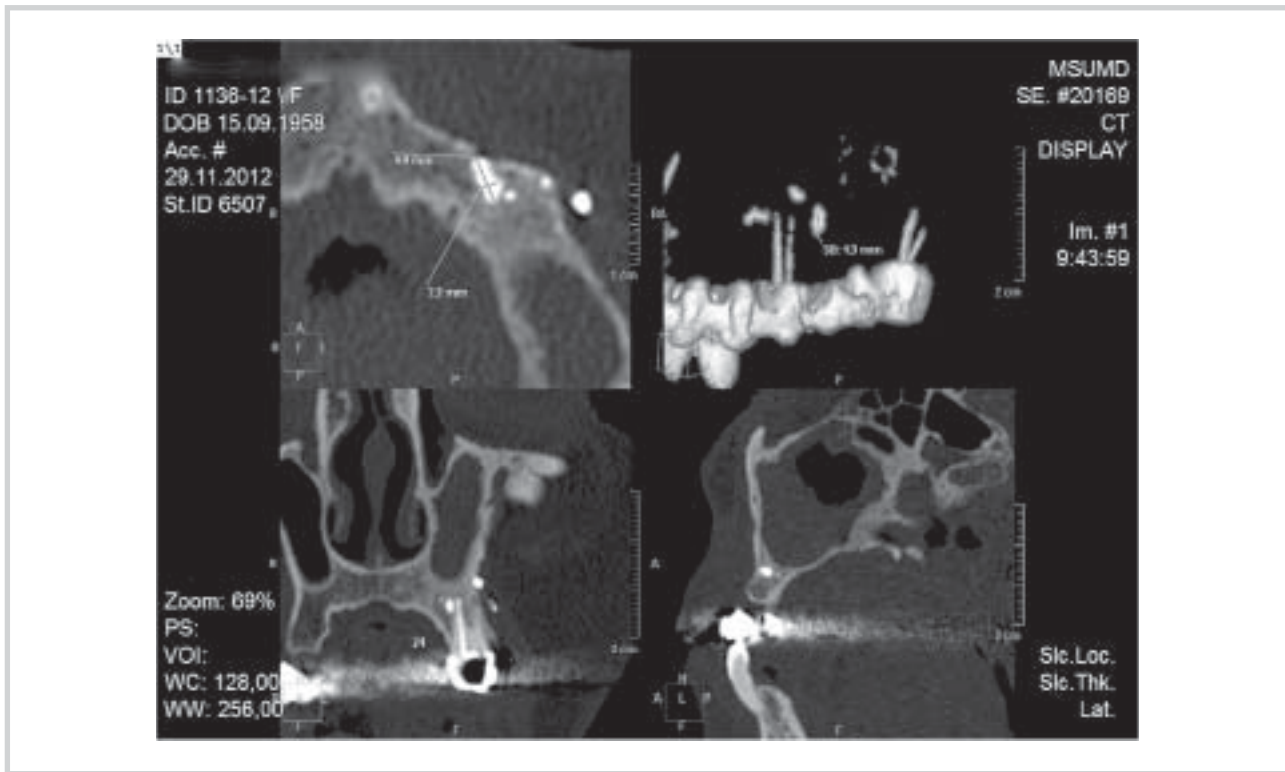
Больная П. МСК-томограмма верхней челюсти в сагитальной, коронарной и боковой проекциях. В левой ВЧП визуализируется пломбирочный материал, выведенный за верхушку корня при лечении 25-го зуба. Фрагменты пломбирочного материала в левой ВЧП.
